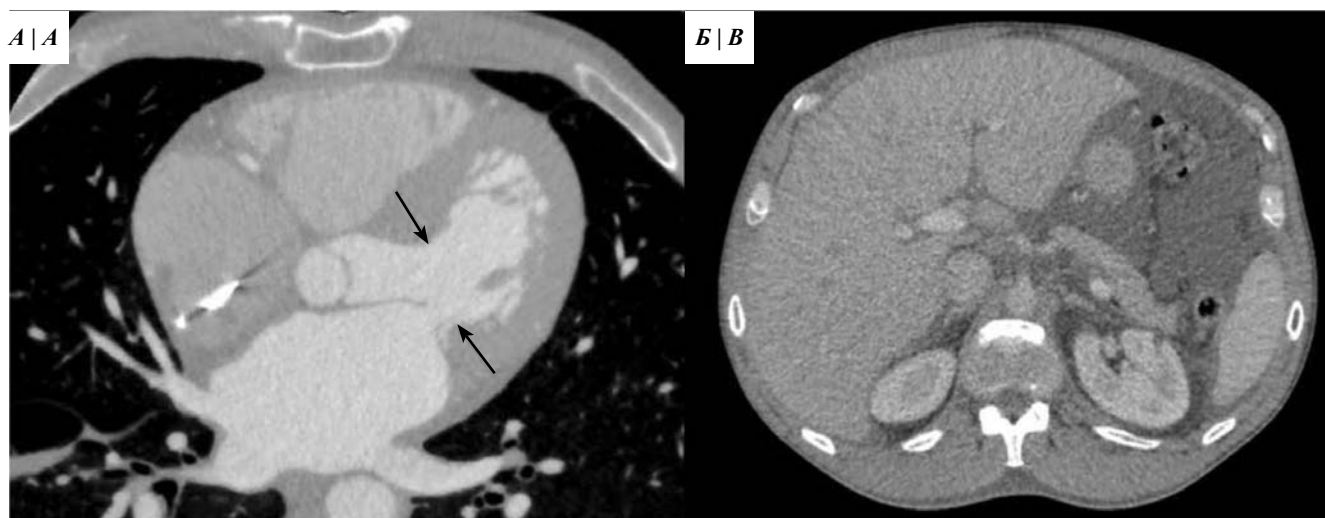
Мультиспиральная томография сердца (МСКТ) с контрастированием:
